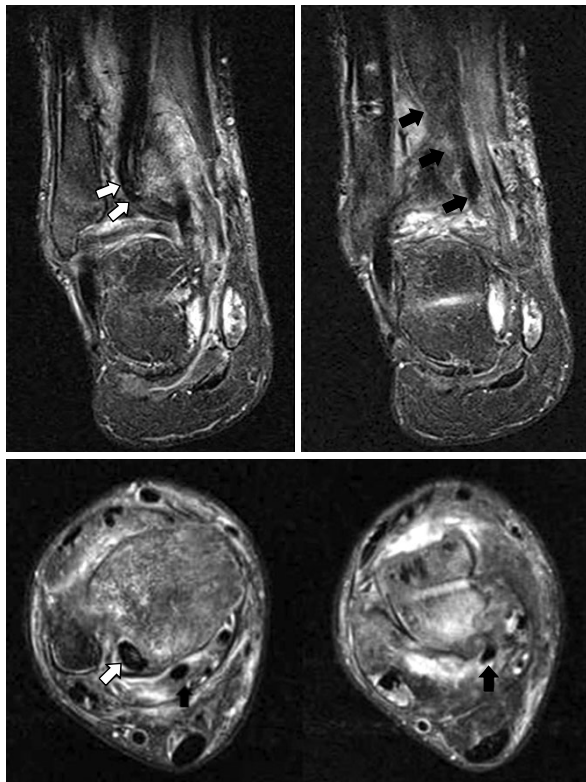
Ankle MRI shows incarceration of posterior tibial tendon into the fibular groove of distal tibia (white arrows) and displaced flexor hallucis longus tendon (black arrows).
